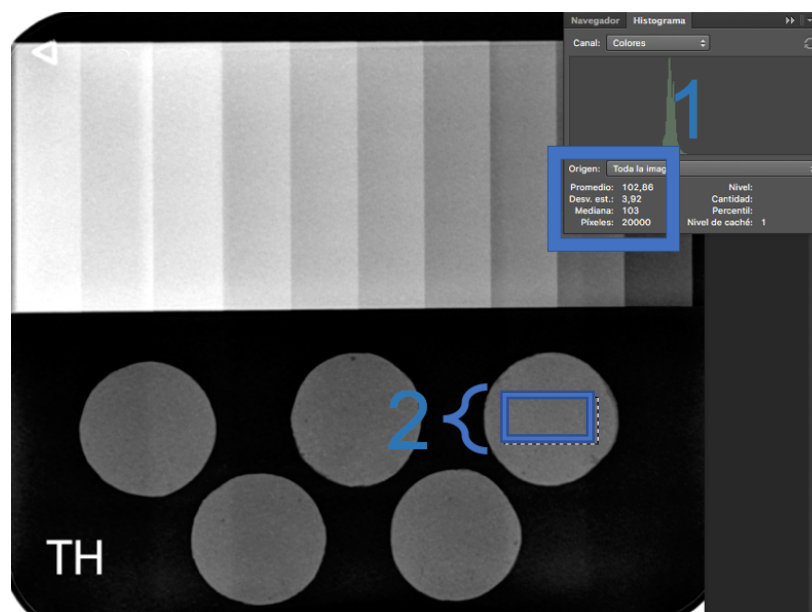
Análisis de Radiografía en Software Photoshop CS6. (1) Histograma. (2) Área representativa de cuerpo de prueba.
